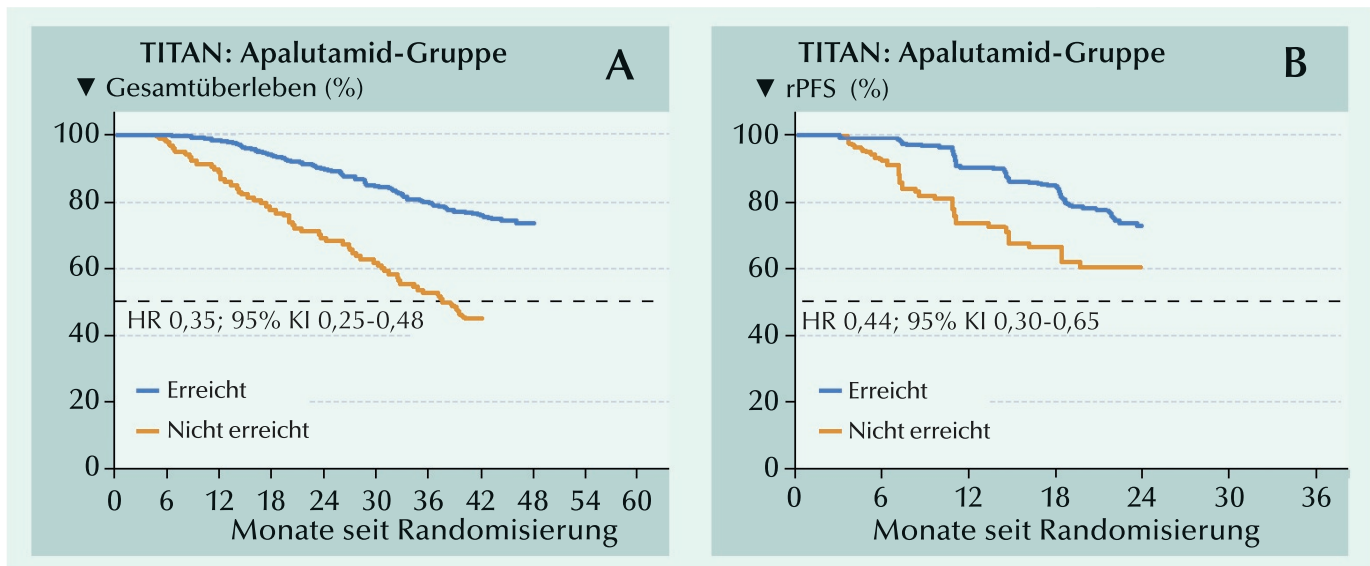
/B: (A) Gesamtüberleben und (B) radiographisches progressionsfreies Überleben (rPFS) nach Erreichen versus Nichterreichen eines tiefen PSA-Abfalls ( $\geq 90\%$  PSA-Abfall oder PSA  $\leq 0,2$  ng/ml) nach 3 Monaten Apalutamid-Behandlung (Chowdhury et al., 2023).
